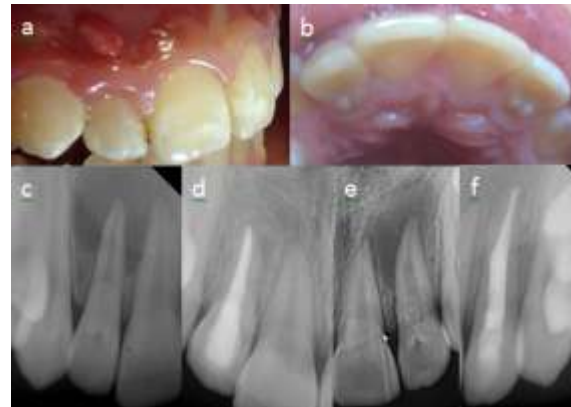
a. Başlangıç insizal görünüm b. Tedavi sonrası insizal görünüm c. Tedavi öncesi radyografisi
